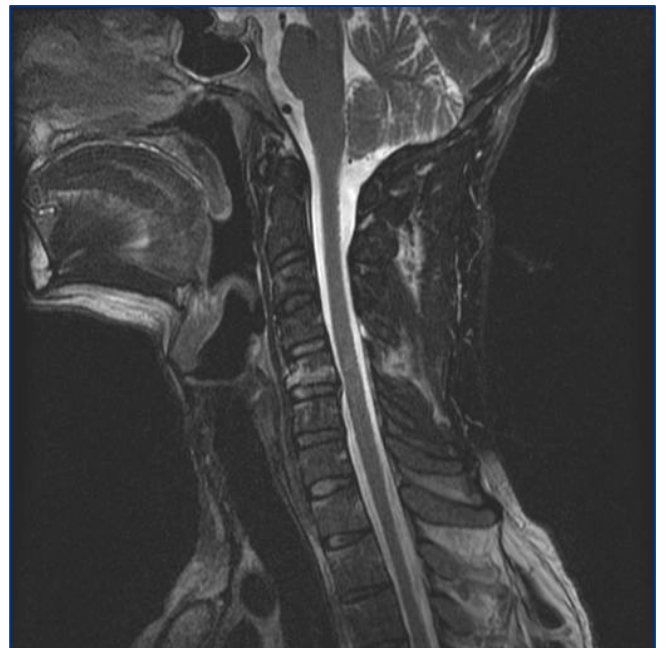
Fractura de C5 - Corte sagital en T2 de RMN.
